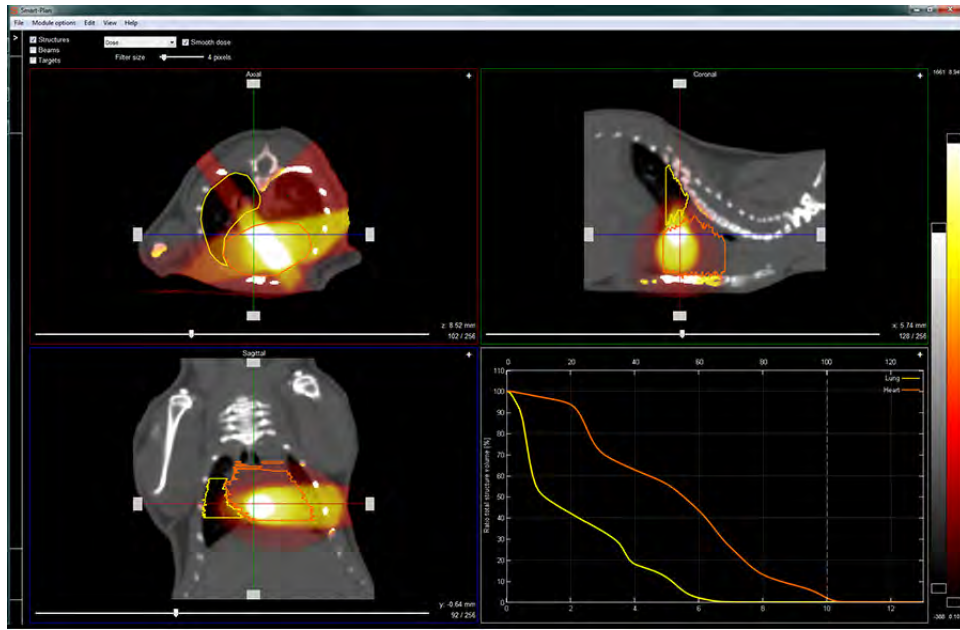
Visualisation de la dose dans SmartPlan. (source : [pxinc.com/](http://pxinc.com/), Precision X-ray Inc.)
